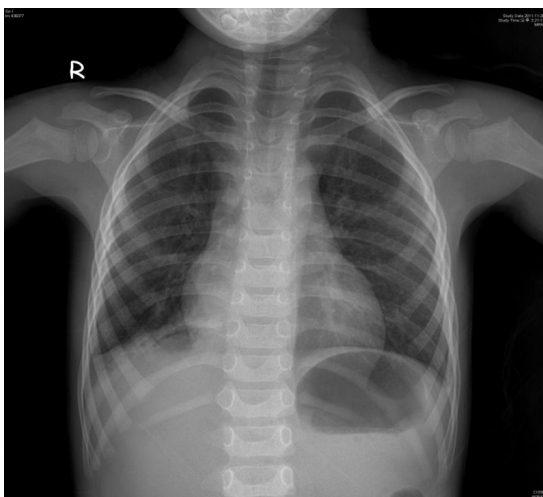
Chest radiography shows multifocal radio-lucency in right lower lung field.
